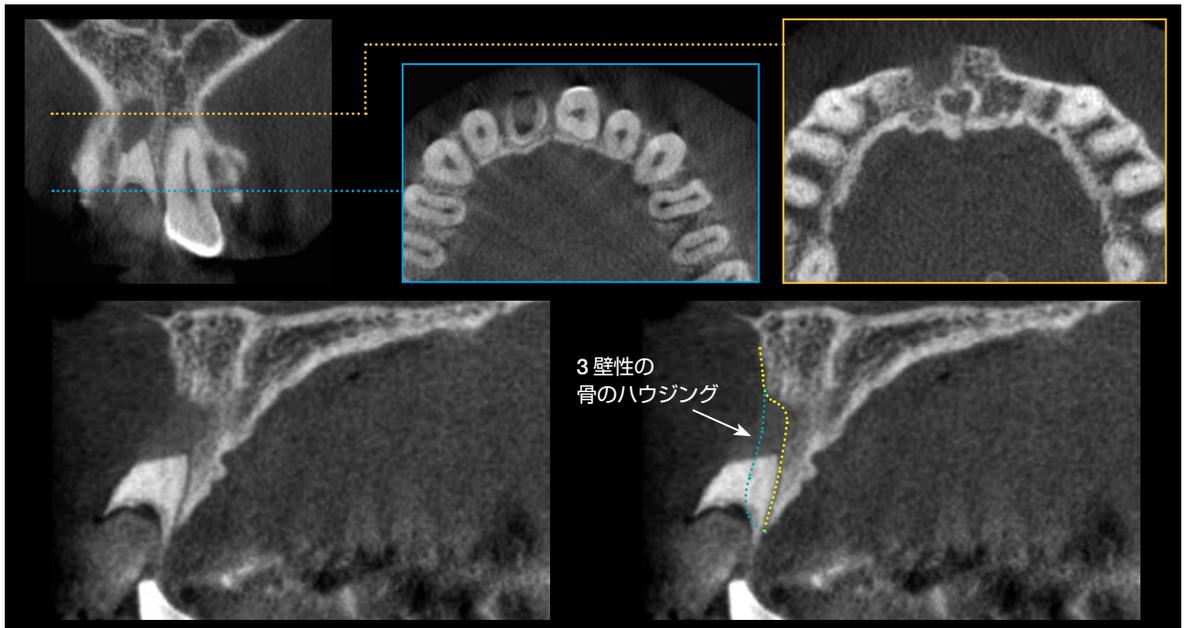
図 D-3 : 初診時の CT 像。 1] の唇側骨板は喪失していたが、3 壁性の骨のハウジングは存在するものと予測できた。
